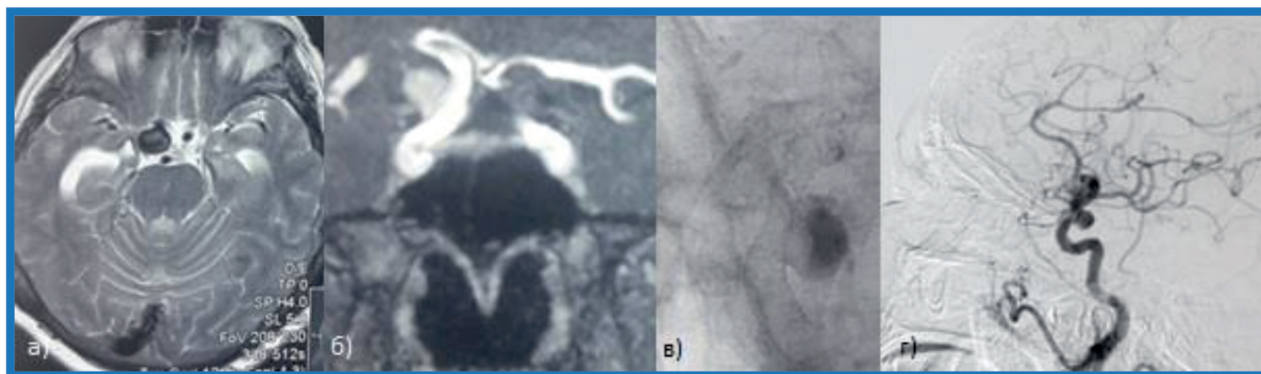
а, б) МРТ через 12 месяцев после установки ППС (уменьшение объемов аневризмы). в, г) СЦА («сморщивание» аневризмы и стагнация контраста в ее полости)
